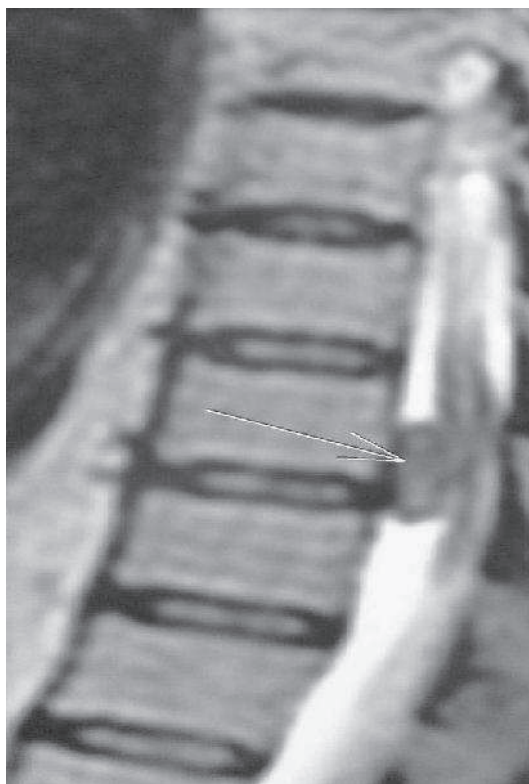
IRM en coupe sagittale : lésion discrètement hyper intense en T2
